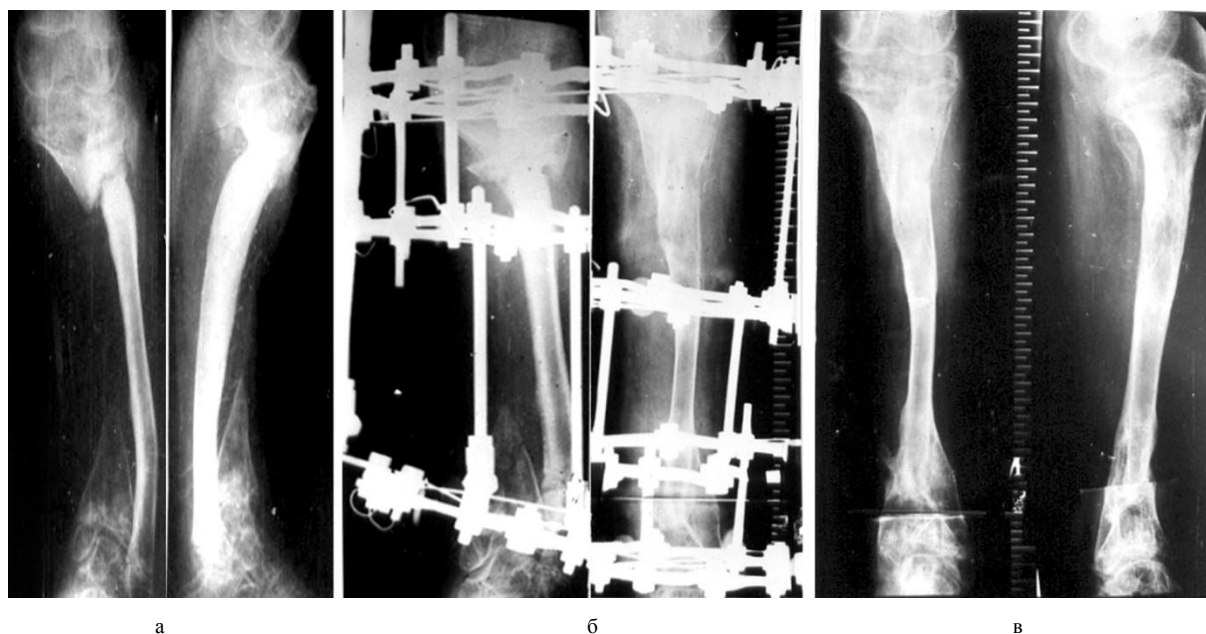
Рентгенограммы больной М.: а – до лечения; б – в процессе лечения; в – через 2 года после лечения
